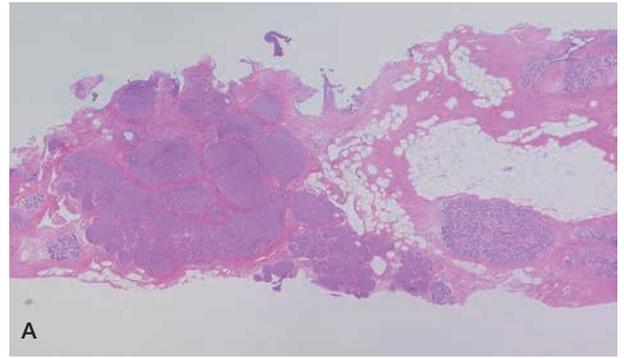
腫瘍に対する超音波ガイド下VAB標本 A：弱拡大像 B：中拡大像
